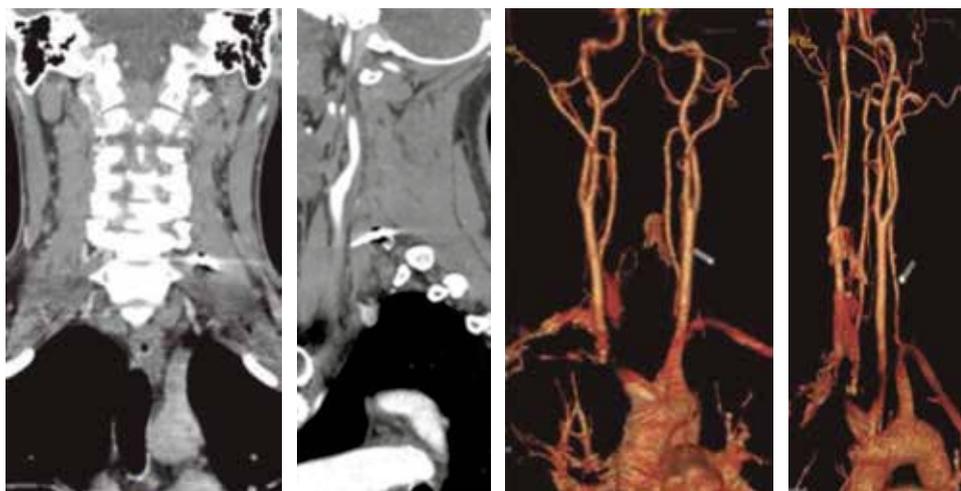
Tomografía axial computarizada y reconstrucción 3D de columna cervical, cortes coronal, sagital y axial. Se observa cuerpo extraño metálico a nivel de apófisis transversa izquierda de C7.
